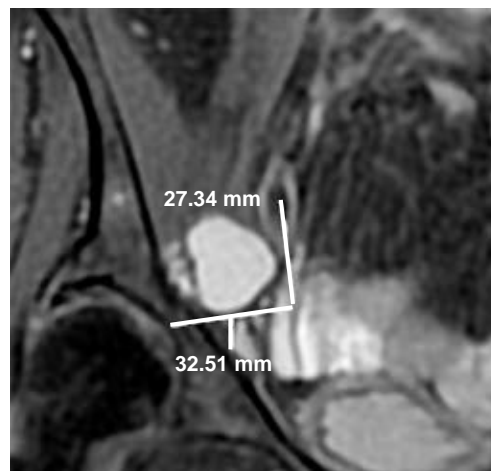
Resonancia magnética de cadera derecha. Coronal saturación grasa (PD FAT). Quiste paralabral en la región anterior del labrum acetabular.
